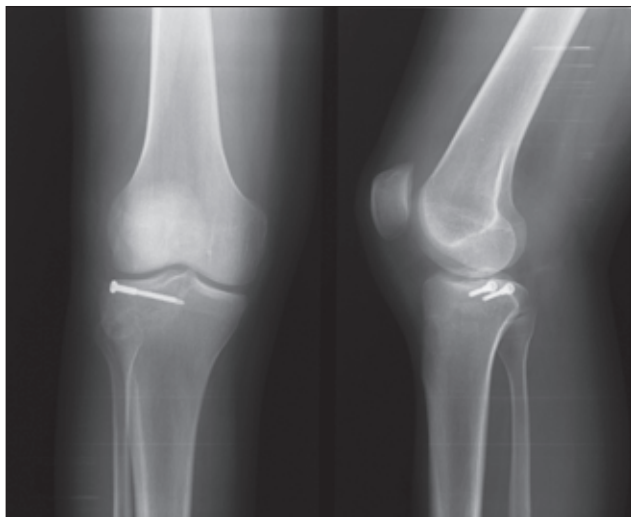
Рентгенограми хворого К., 33 років (історія хвороби № 2654), після оперативного втручання (фіксація відламків за допомогою зустрічно-компресуючих гвинтів)
